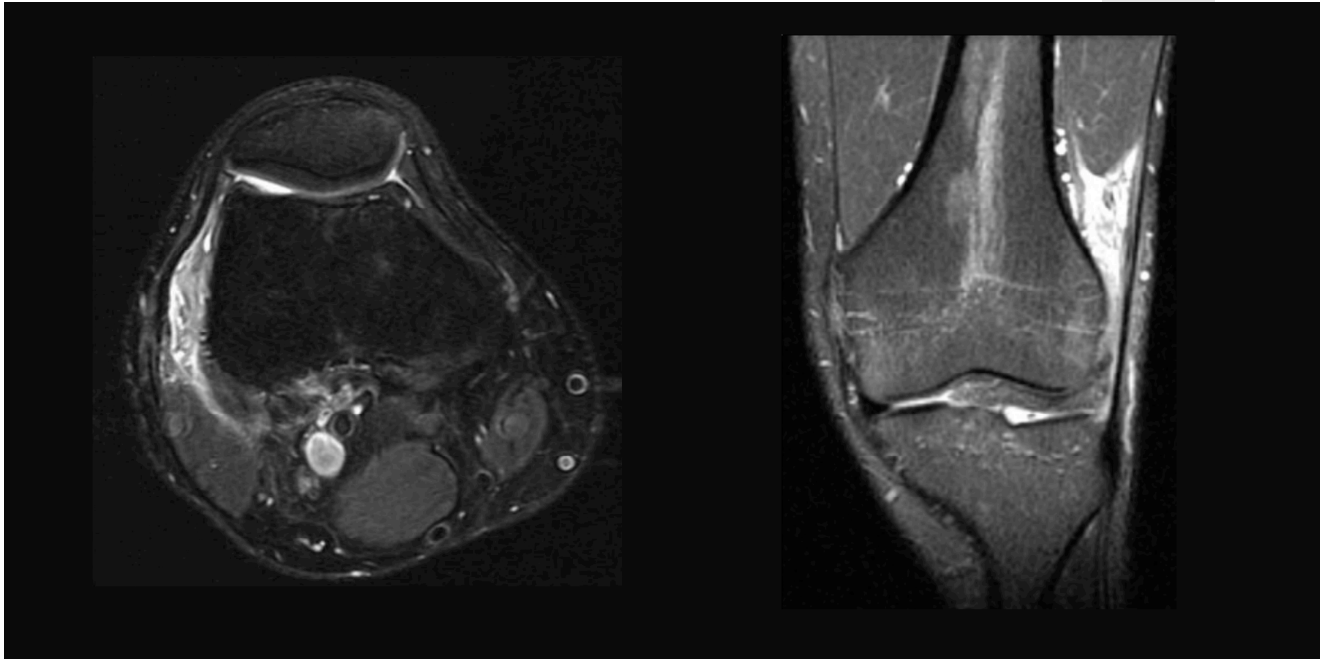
Typische Signalanhebung im MRI in dem Weichteilkompartiment zwischen ITB und Epicondylus femoris lateralis.
